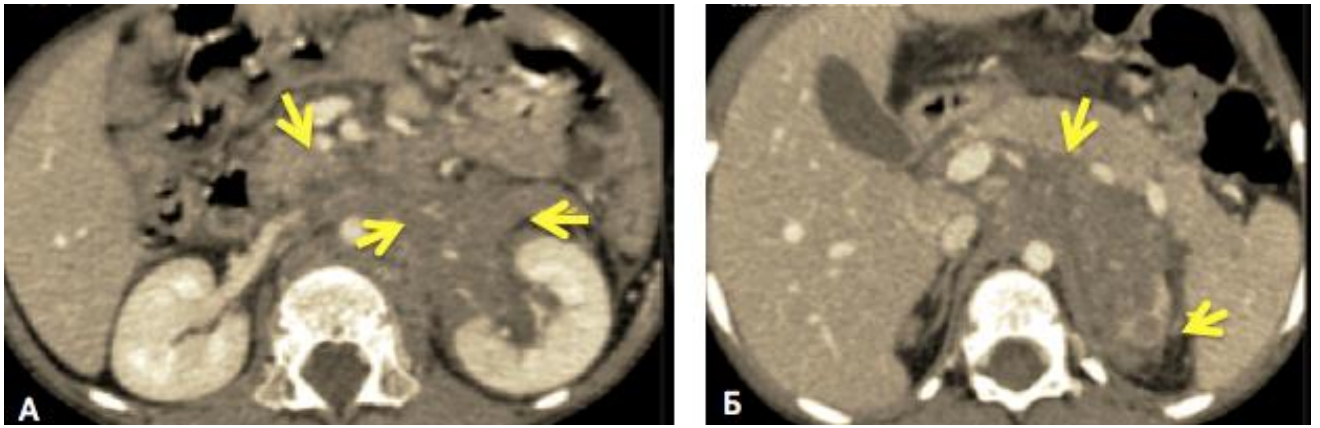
Контрольное КТ исследование после 2 курсов неoadьювантной ПХТ. А: аксиальная проекция. Образование сократилось в размерах, инфильтрация почечного синуса слева уменьшилась, улучшилось контрастирование паренхимы левой почки. Б: сохранялись выявленные ранее факторы риска – вовлечение брюшной аорты и чревного ствола, левой почечной ножки
